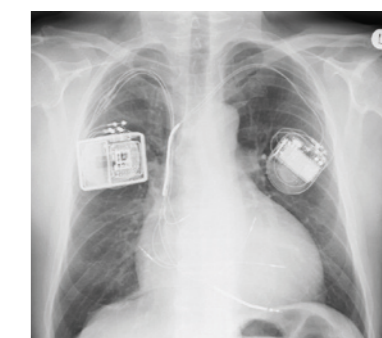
Thorax-Röntgenbild mit Zweikammer-Defibrillator mit einer Vorhof- und einer Ventrikelektrode (links); auf der rechten Seite der Cardiac-Contractility-Modulation-Schrittmacher mit einer Vorhof- und zwei Ventrikelektroden
